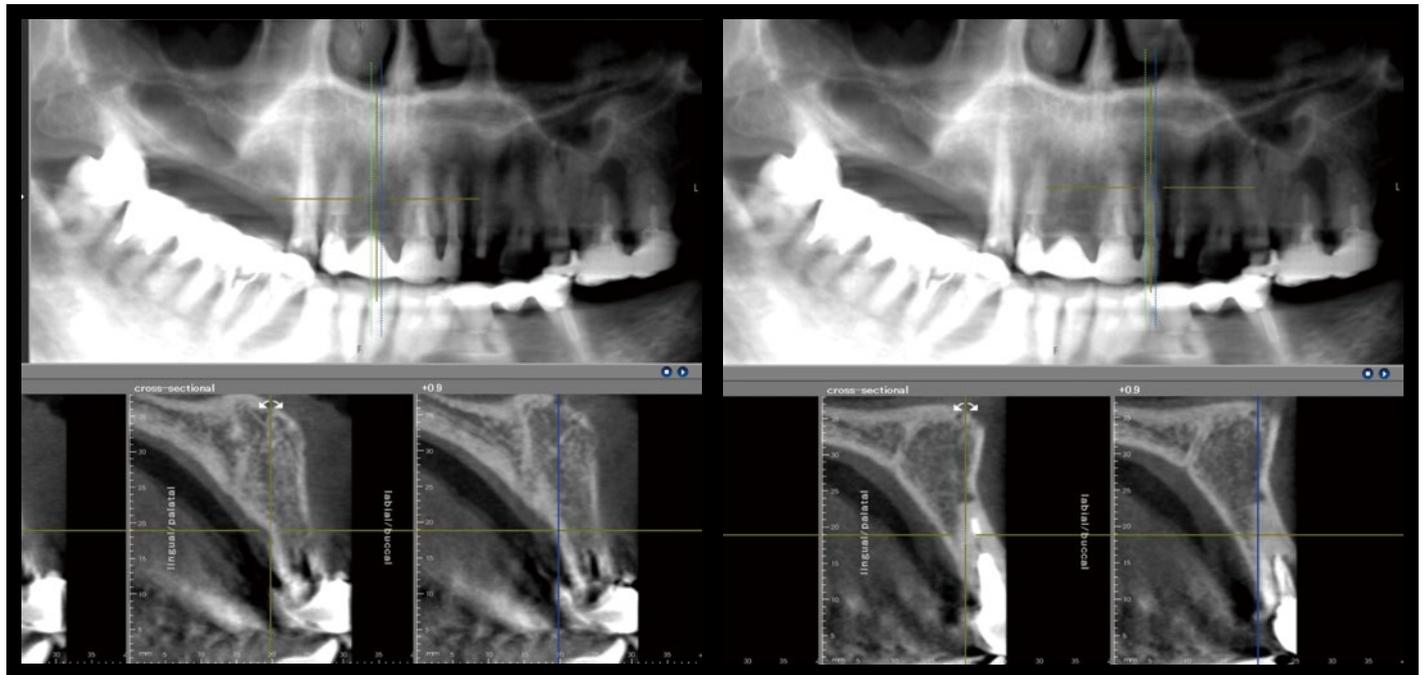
術前のCTパノラミック像と[1]部(左)および[2](右)のCTクロスセクショナル像。上顎右側臼歯部(サイナスリフト)、下顎左側臼歯部(通常埋入)、[1]部はスプリットクレストによるインプラント埋入、[2]は抜歯即時にてインプラント埋入を計画した。患者が埋入手術は何回かに分けてほしいと希望されたので、臼歯部から埋入手術を行うこととした。
